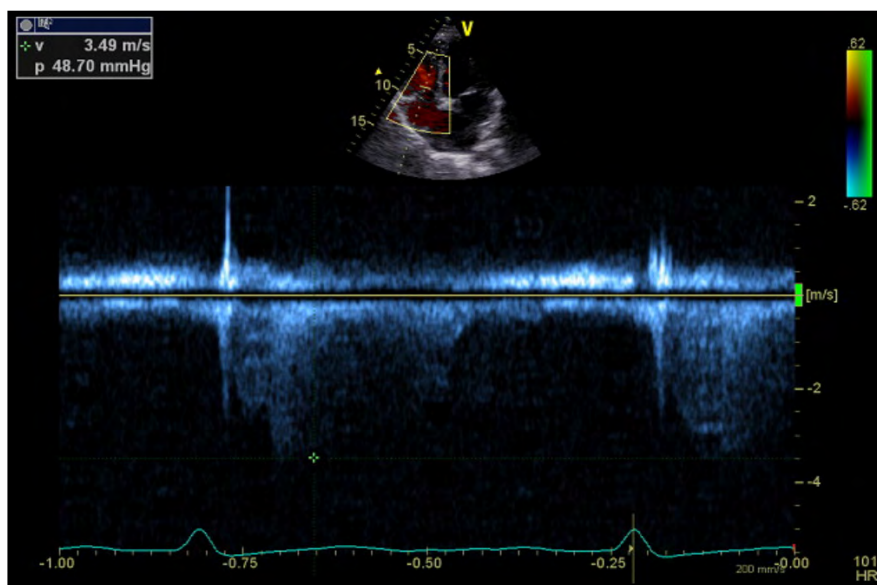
Echokardiografie, kontinuální dopplerovská analýza prouku na trikuspidální chlopi, vrcholový gradient odpovídá lehké až středně těžké plicní hypertenzi (kolem 50 mm Hg), 32. týden těhotenství.
